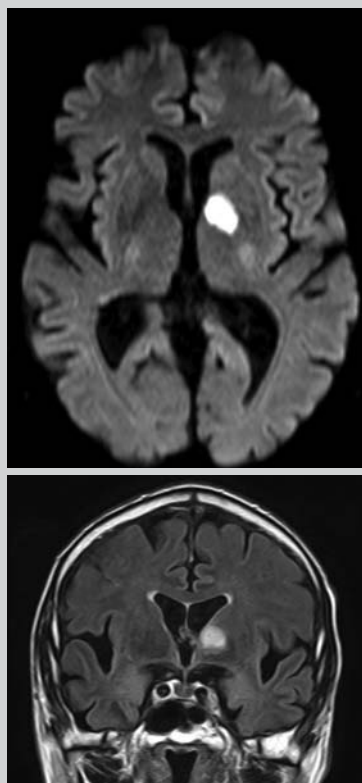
IRM montrant un accident vasculaire cérébral aigu dans le territoire de l'artère thalamo-polaire gauche
